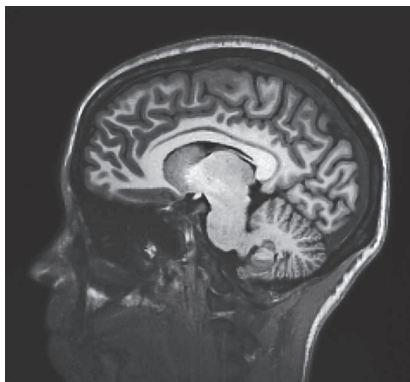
Поперечное сечение мозга, полученное с помощью МРТ
